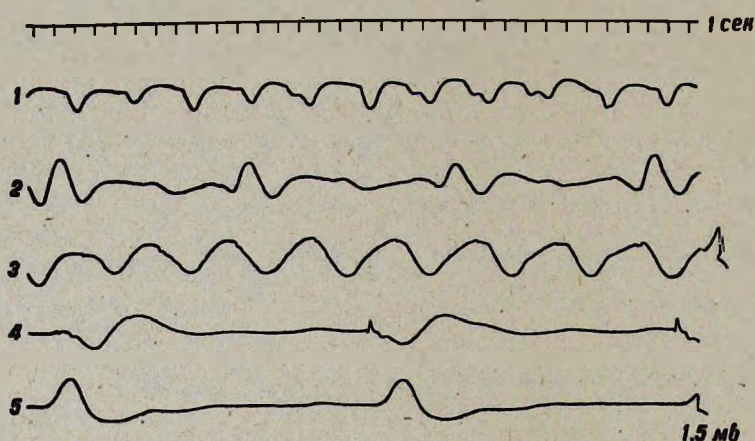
Влияние бескальевой среды на медленноволновую активность мочеочника. 1—активность, зарегистрированная до включения перфузии; 2—перфузирующий раствор Кребса; 3—включение бескальевого раствора (через 2—3 мин); 4—бескальевый раствор (через 40—50 мин); 5—нормальный раствор Кребса. Калибровка: 1,5 мВ, отметка времени 1 с
